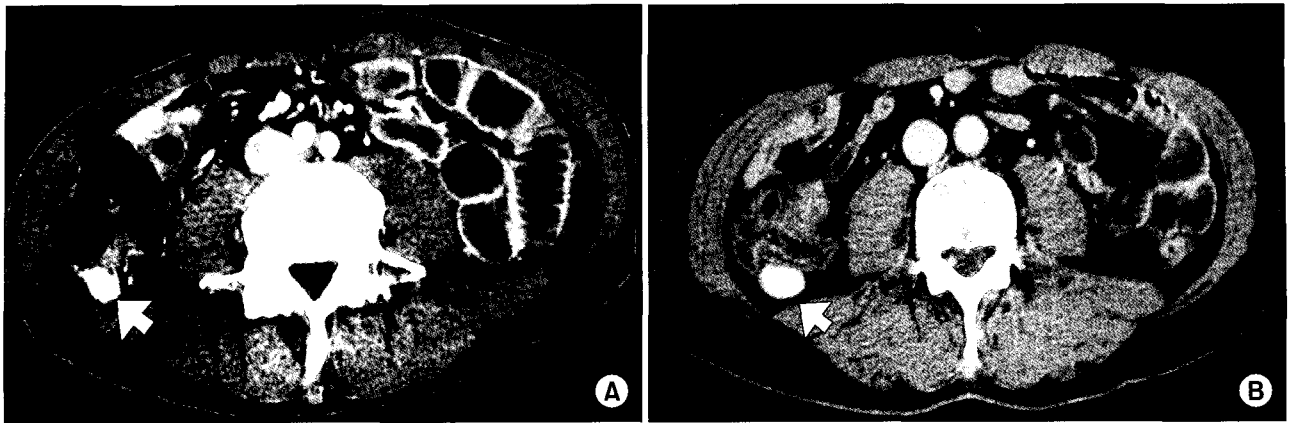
(A) Abdominal computed tomography (CT) of six months after the surgery. CT shows enhancing mass in the area posterior to the right colon (white arrow). (B) Abdominal computed tomography (CT) of thirty six months after the surgery. CT shows enhancing mass in the area posterior to the right colon (white arrow) with increased size, compared to six months after surgery.
